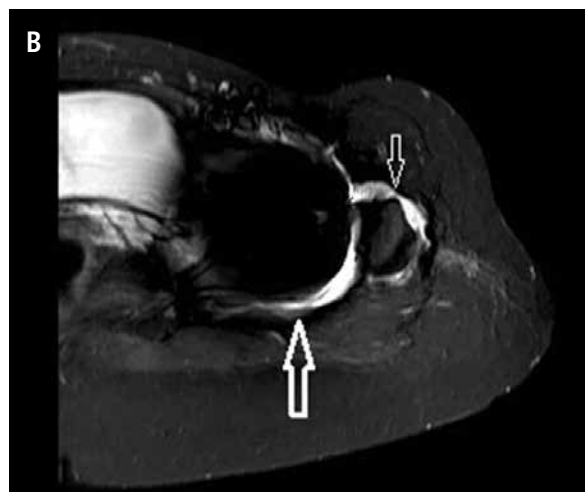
(A) Radiografía anteroposterior de una mujer de 35 años cinco años después de un reemplazo de cadera total con superficies de apoyo de metal sobre metal debido a displasia acetabular y osteoartritis secundaria severa. En un principio, no experimentó dolor pero actualmente sufre de dolor difuso en la cadera izquierda.
